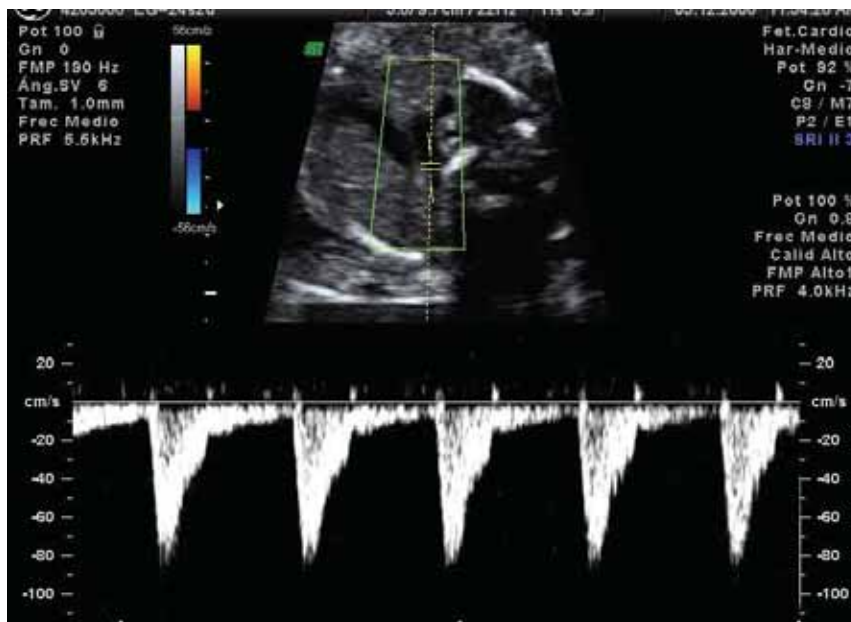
Colocación del volumen muestra del Doppler pulsado en el tramo del istmo aórtico a nivel distal, inmediatamente antes de la convergencia con el ductus arterioso. Activación del Doppler pulsado y obtención de más de 3 OVf de características similares.
